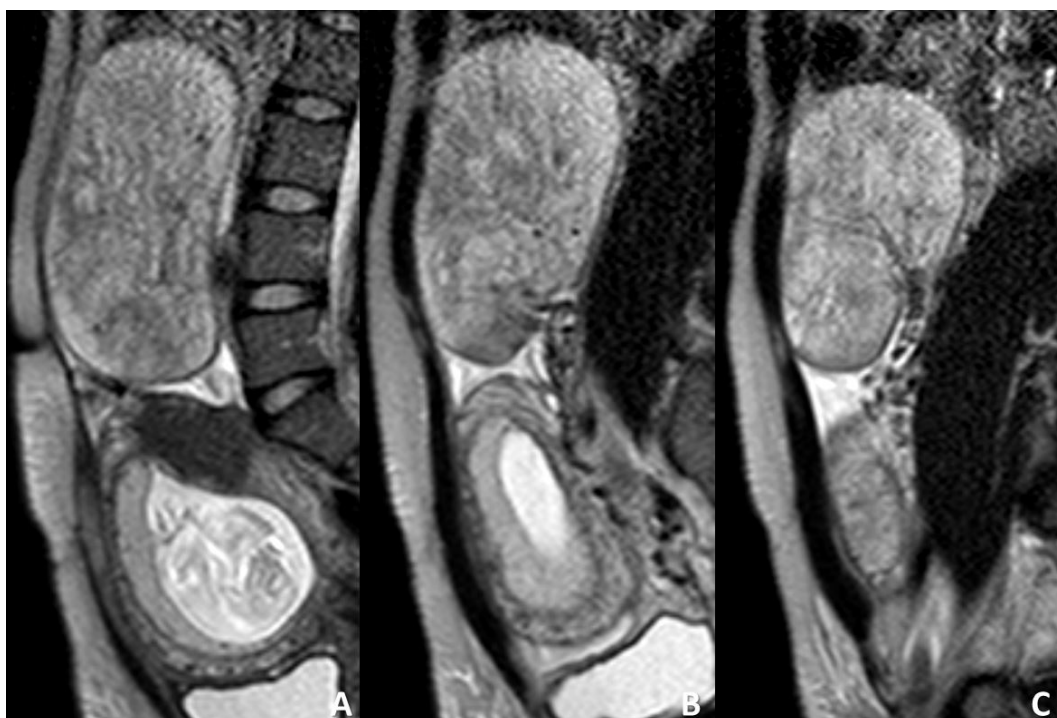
Imagens de RM ponderadas em T2 na linha média (A) e lateralizadas à direita (B e C) no plano sagital.
